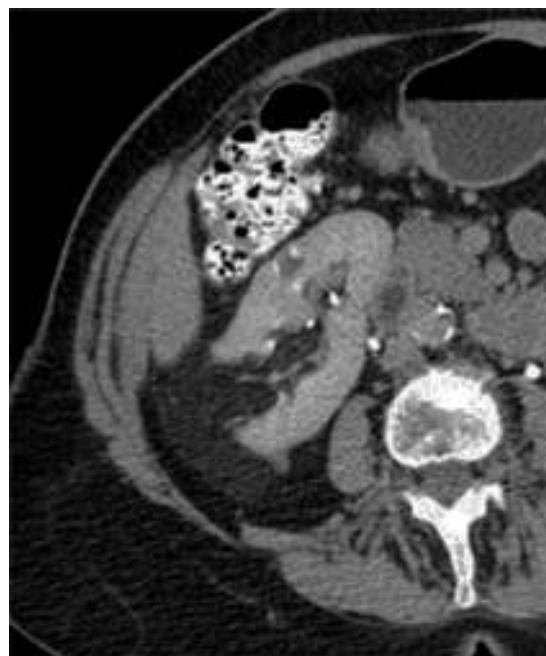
Corte axial de TC que evidencia la presencia de una masa renal predominantemente hipodensa, con densidad promedio de -35 UH, la cual corresponde a un AMLC.
